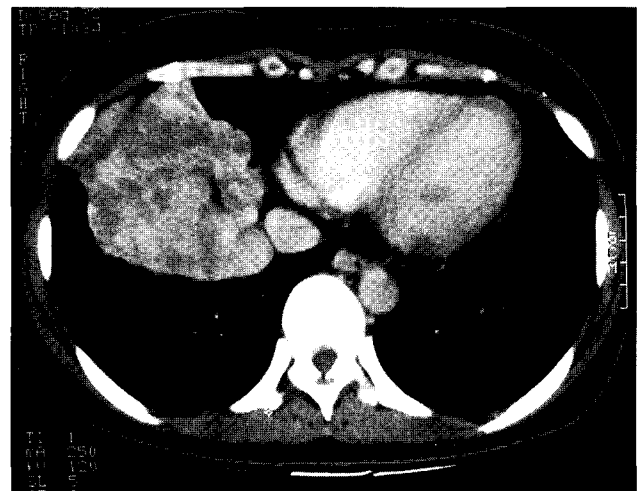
Preoperative chest CT. Post-enhanced chest CT image demonstrates a lobulated mass with heterogenous and strong enhancement above the right hemidiaphragm.
